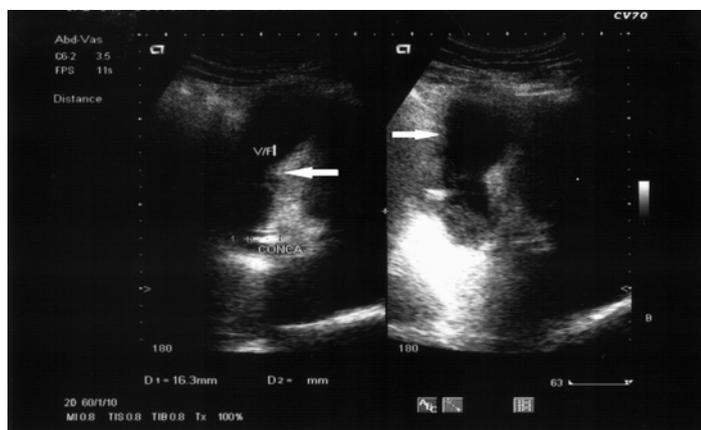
УЗИ больной Р., 63 лет (№ ист. бол. 2441/249). Деструкция стенки ЖП
